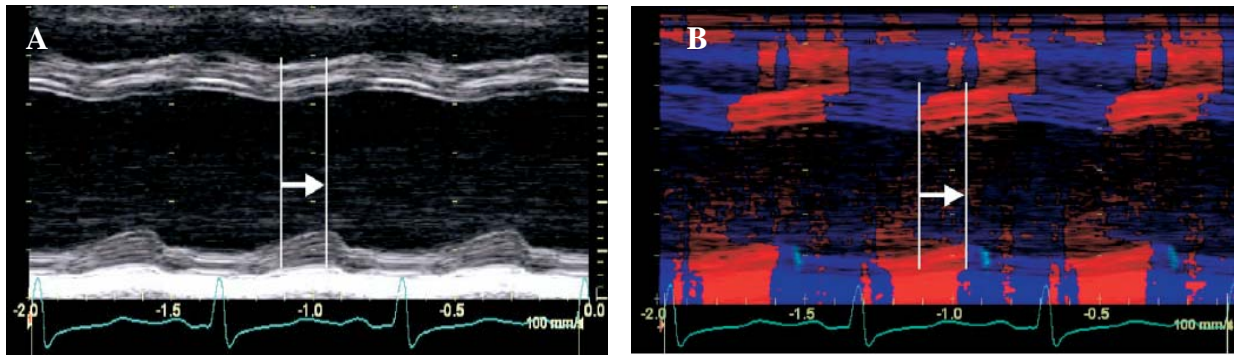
Índice de Pitzalis. Retraso entre la pared posterior y septal en modo M B: Doppler tisular color asociado a modo M para identificar la incursión sistólica septal y de la pared posterior mediante el mosaico de color. Adaptado: Echocardiography for Cardiac Resynchronization Therapy: Recommendations for performance and reporting- a report from the American Society of Echocardiography Dyssynchrony Writing Group endorsed by the Heart Rhythm Society. Journal of the American Society of Echocardiography 2008 Vol 21 Number 3:191-213
